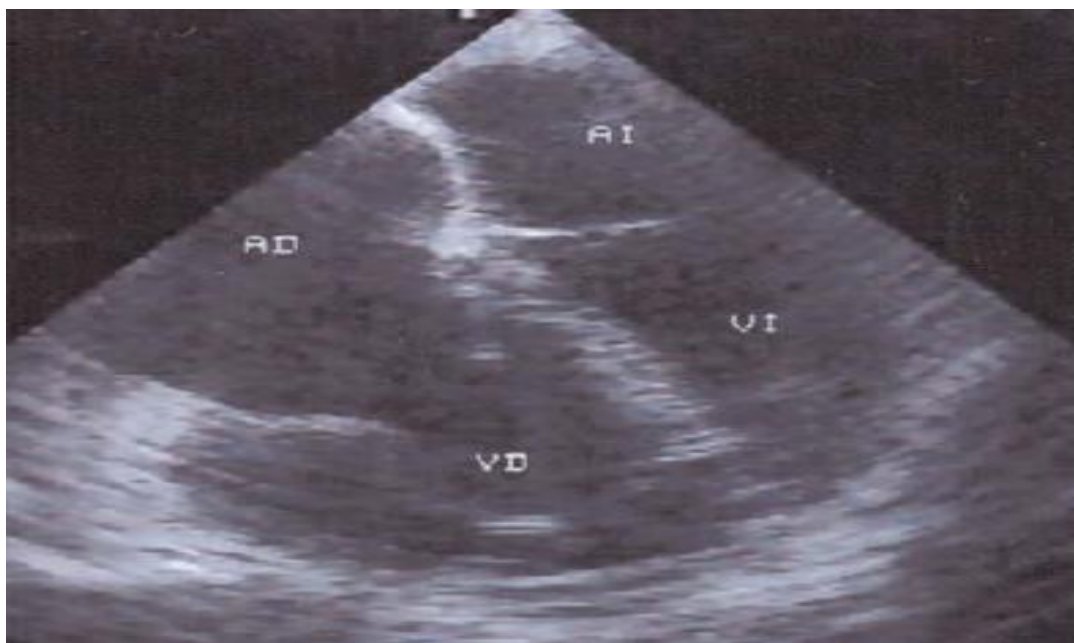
Echocardiographie transoesophagienne en coupe 4 cavités chez un patient avec un infarctus inféro-postérieur du VG étendu au VD. L'image montre une dilatation des cavités droites et le déplacement du septum interauriculaire vers la gauche.
